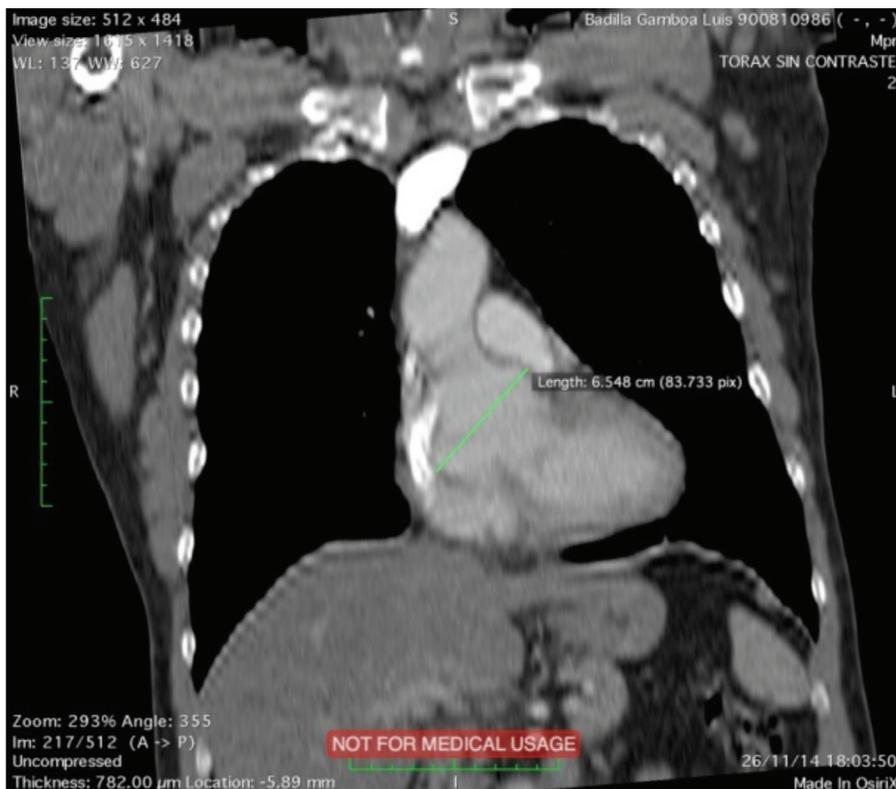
TAC que muestra claramente el aneurisma. Obtenido de un paciente de 52 años del Hospital San Juan de Dios con aneurisma del seno de Valsalva.
